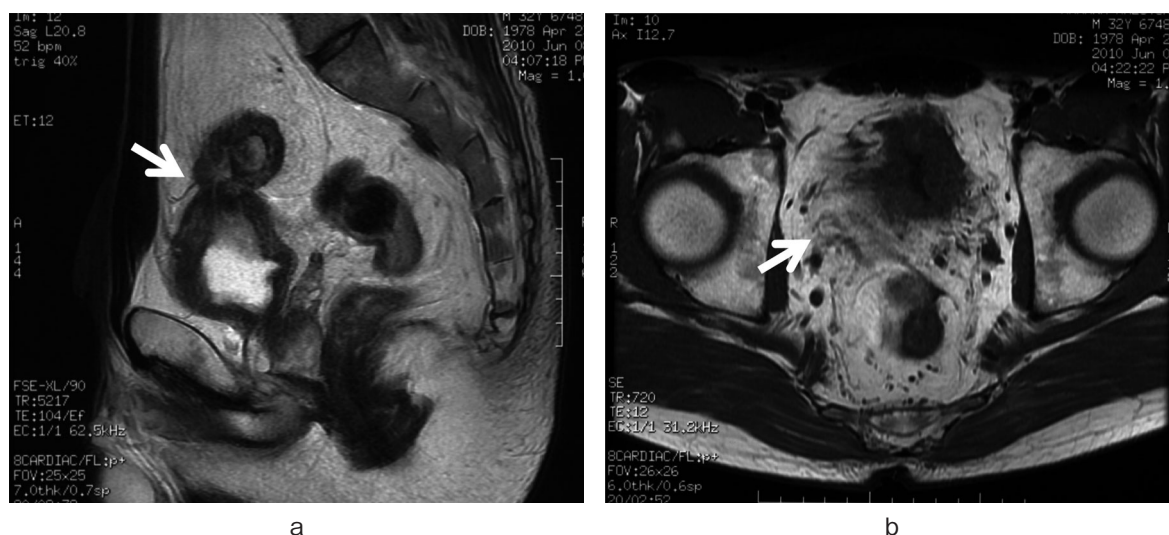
(a) MRI 所見 (T2 強調画像, 矢状断). S 状結腸膀胱瘻を認める (→). (b) MRI 所見 (T1 強調画像, 水平断). 膀胱周囲の脂肪濃度の低下を認める (→).
